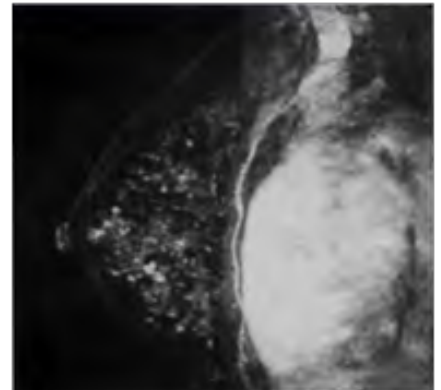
Grado: Moderado realce parenquimatoso de fondo. RM de sustracción en proyección de máxima intensidad. Imagen ponderada en T1 con contraste y supresión grasa.
